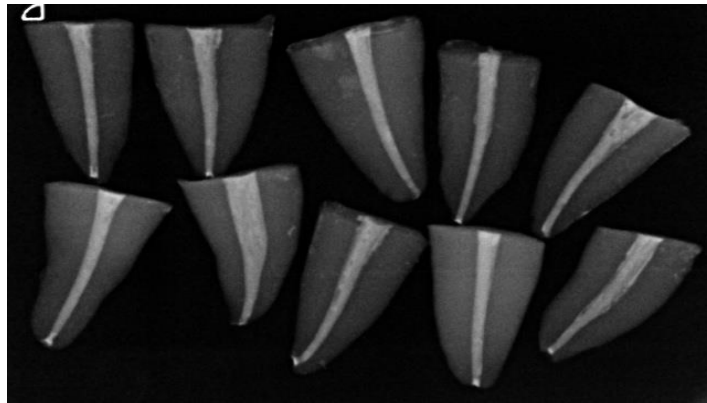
Grup 2 kontrol radyografisi
